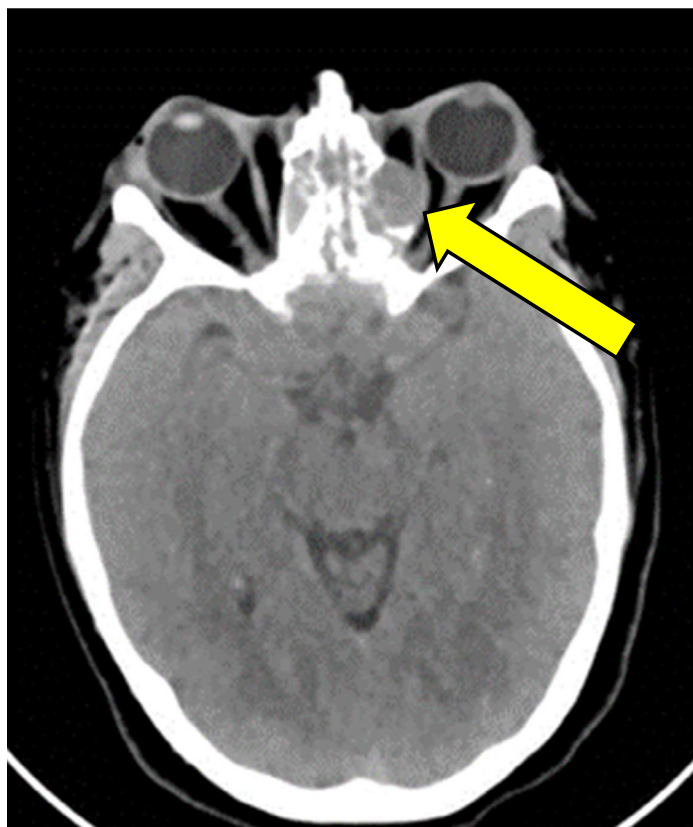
Tomografía de cráneo que evidencia una lesión tumoral en el piso superior de la lámina cribosa del etmoides, que provoca presión y exoftalmos leve del ojo derecho, además de erosión de la lámina cribosa, con fuga de líquido cefalorraquídeo.
